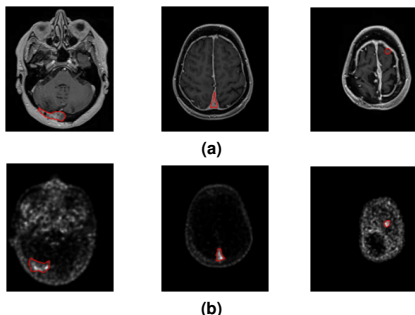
Superposition des images issues des examens IRM (a) et TEP (b) réalisés à un mois d'intervalle et du contour tumoral manuel tracé sur chaque modalité indépendamment de l'autre.
